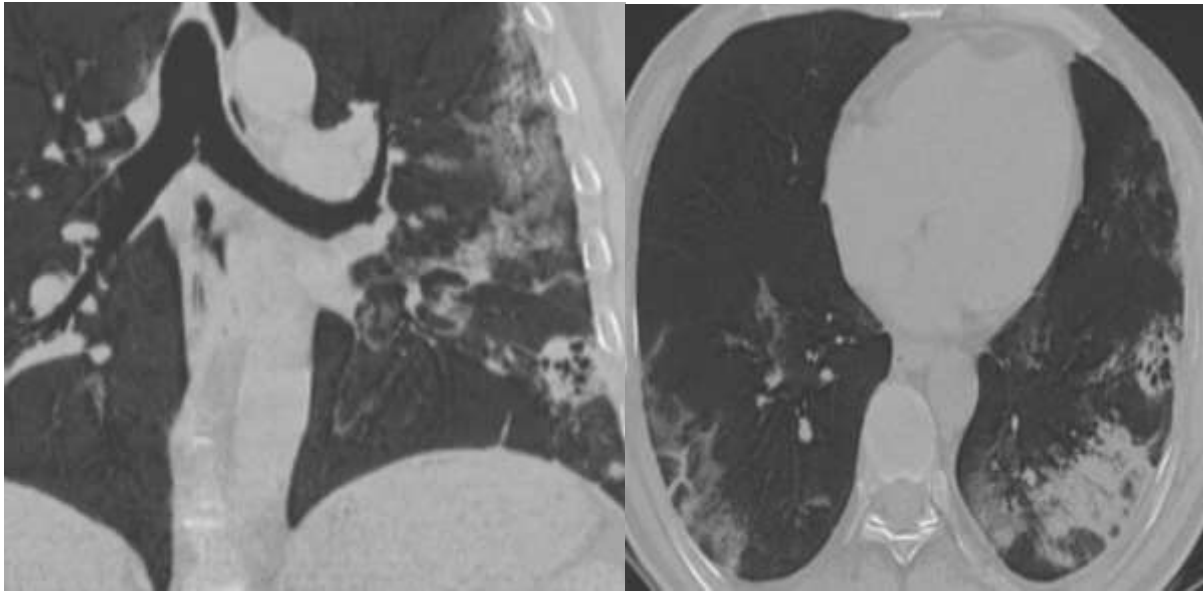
TDM thoracique en coupe axiale et coronale, fenêtre parenchymateuse, mode MINIP montrant un foyer de bronchectasie au sein d'un foyer de condensation sous pleural lobaire inferieur gauche.
